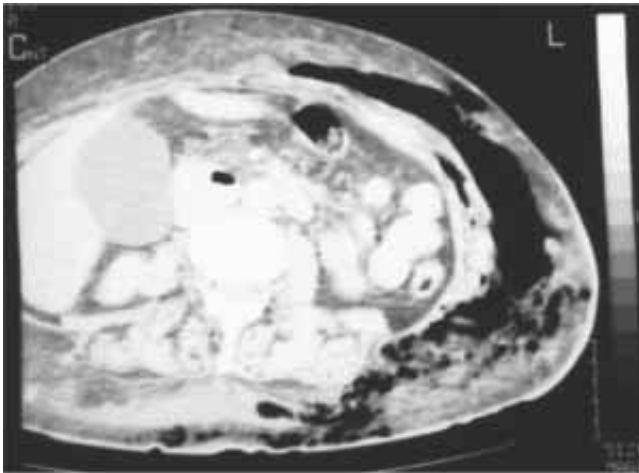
TAC abdominal donde se observa el extenso compromiso diagonal gaseoso de la pared abdominal izquierda.
